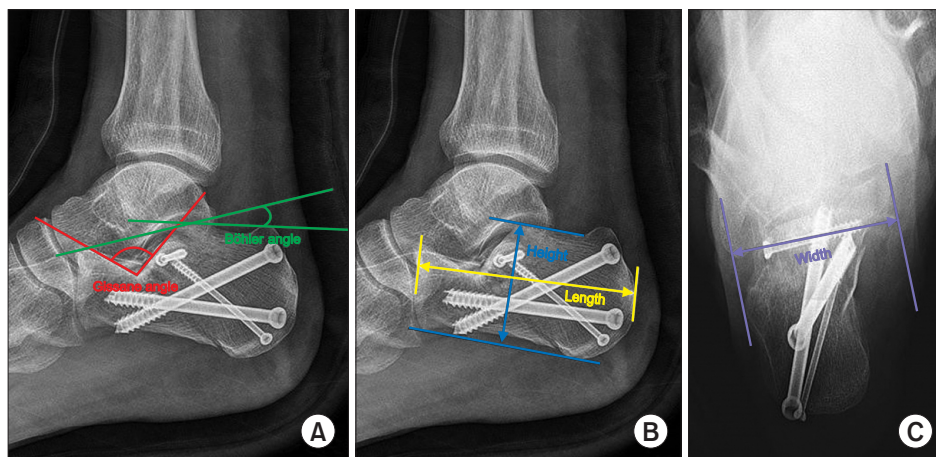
Radiologic assessment. (A) Ankle lateral X-ray. Gissane angle, Böhler angle, and Gissane angle are formed by the downward and upward slopes of the calcaneal superior surface. Böhler angle is composed of a line drawn from the highest point of the anterior process of the calcaneus to the highest point of the posterior facet and a line drawn tangential to the superior edge of the tuberosity. (B) Ankle lateral X-ray: calcaneal height, calcaneal length. The calcaneal height and calcaneal length were measured at the highest and lowest length and the longest length from anterior to posterior in the lateral X-ray. (C) Calcaneal axial view. Calcaneal width calcaneal width measures the widest width including sustentaculum tali on calcaneal axial view.
